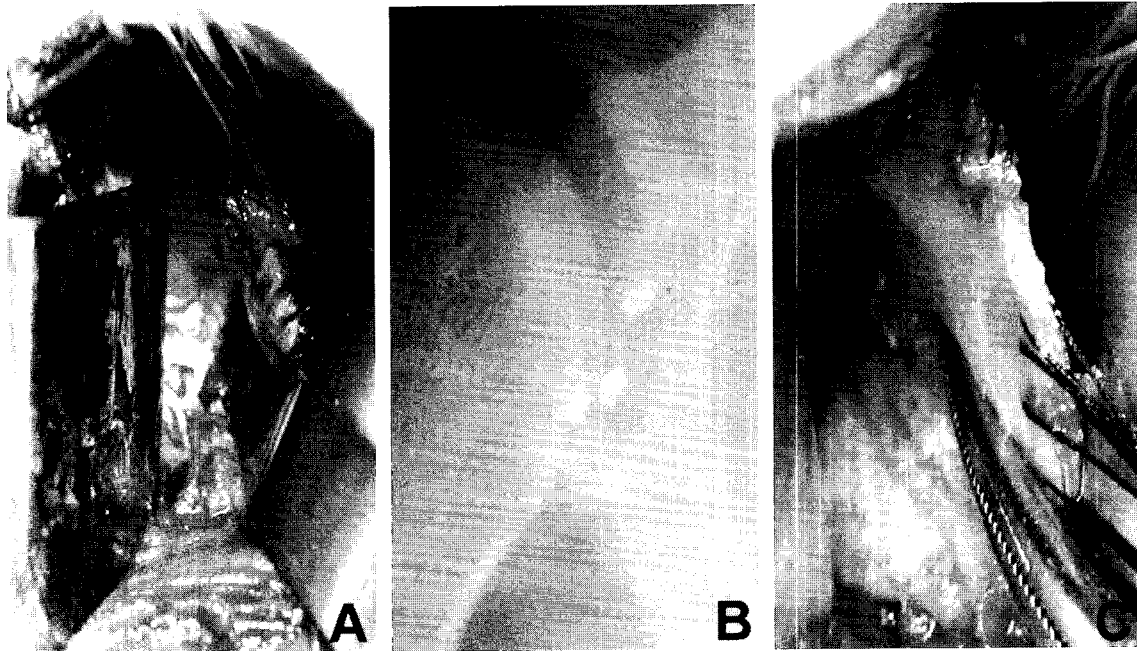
Operative findings & Simple X-ray View. A. Bankart lesion shown on 2-5 clockwise. B. Simple X-ray view of Bankart repair using Mitek GII Suture Anchor($\times 3$). C. Operative view of repaired Bankart lesion.
